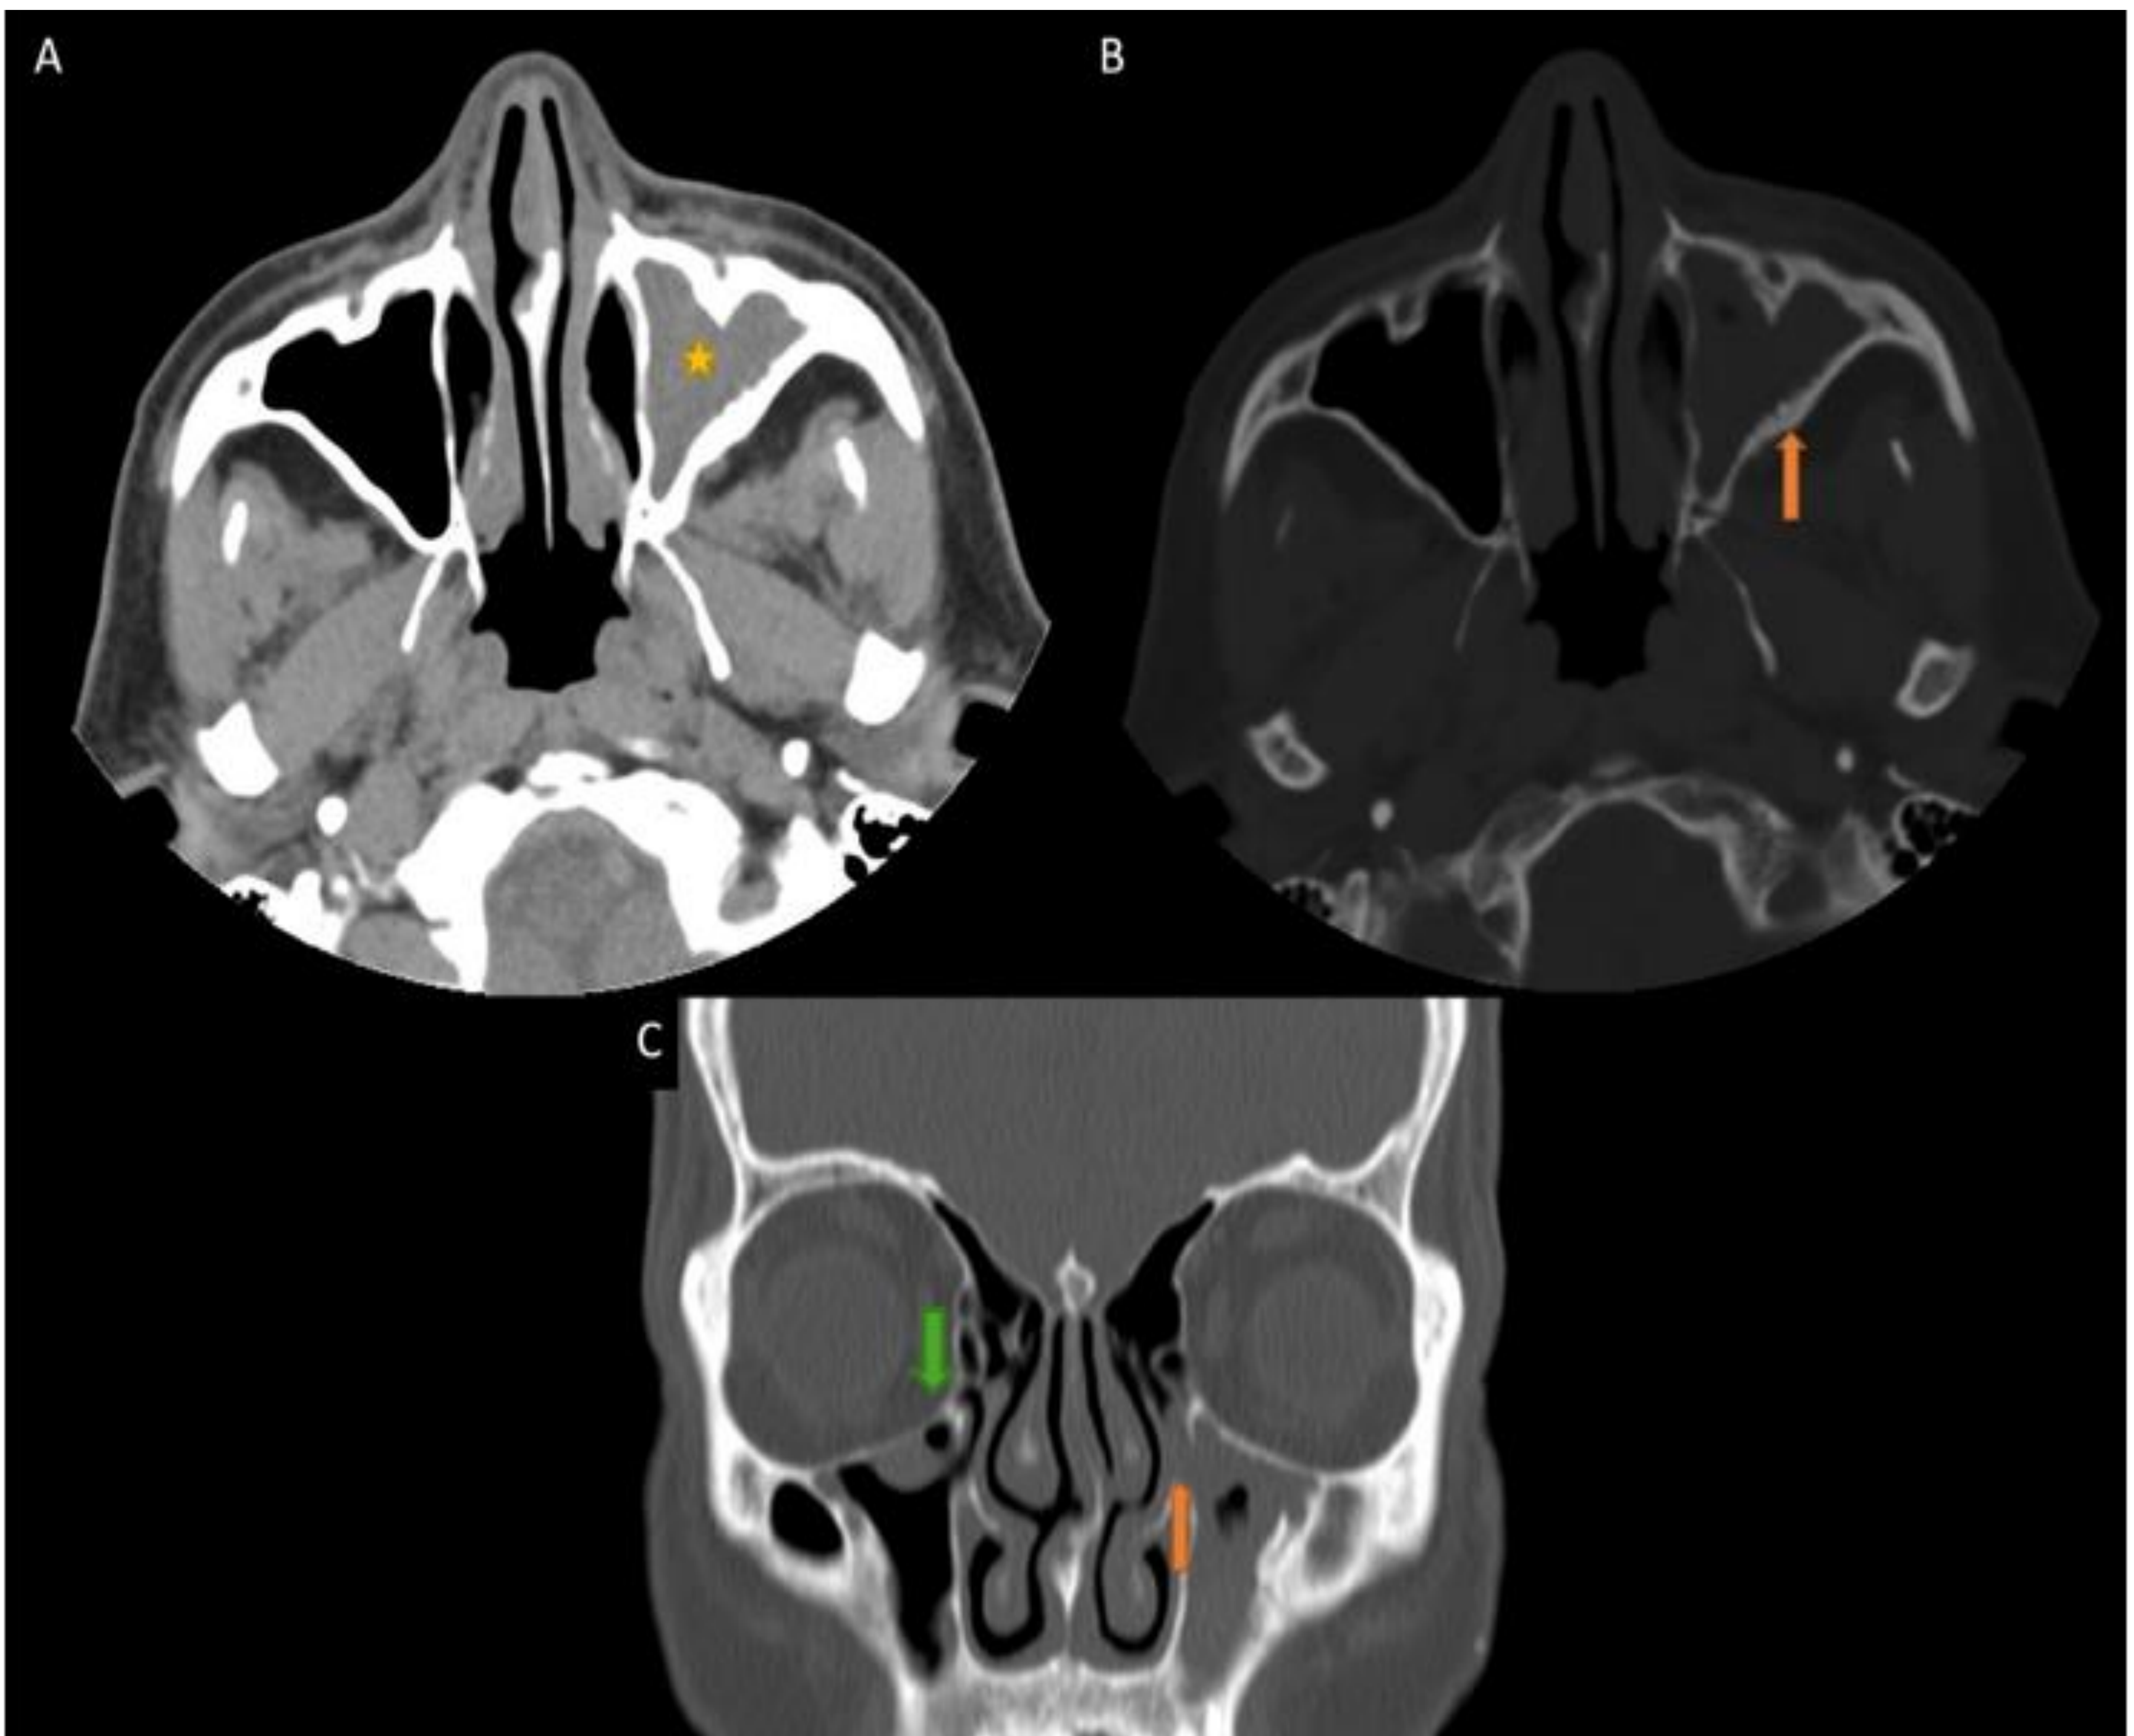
TC craneal axial en ventana de partes blandas (A) y ósea (B). Se observa ocupación casi completa del seno maxilar izquierdo (estrella amarilla), con esclerosis de las paredes de dicho seno (B) en relación con hiperostosis reactiva en el contexto de sinusopatía crónica.
